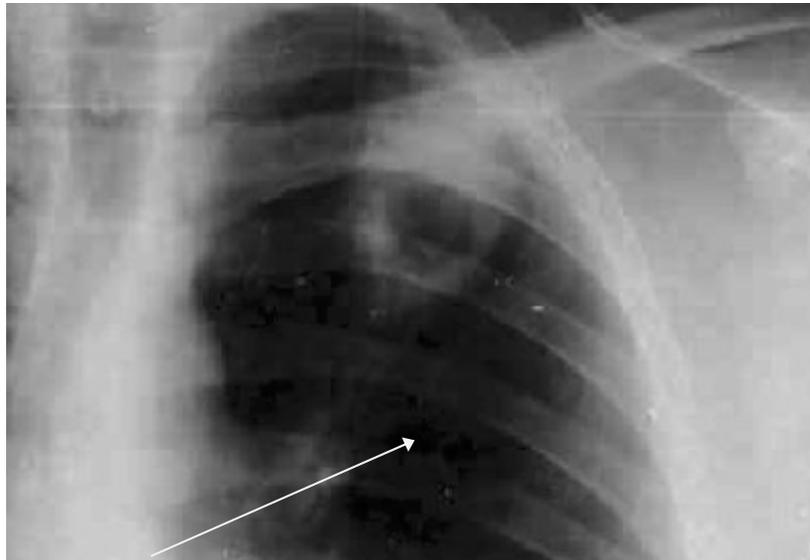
Radiographie du thorax de face : cavité tuberculeuse apicale gauche.
